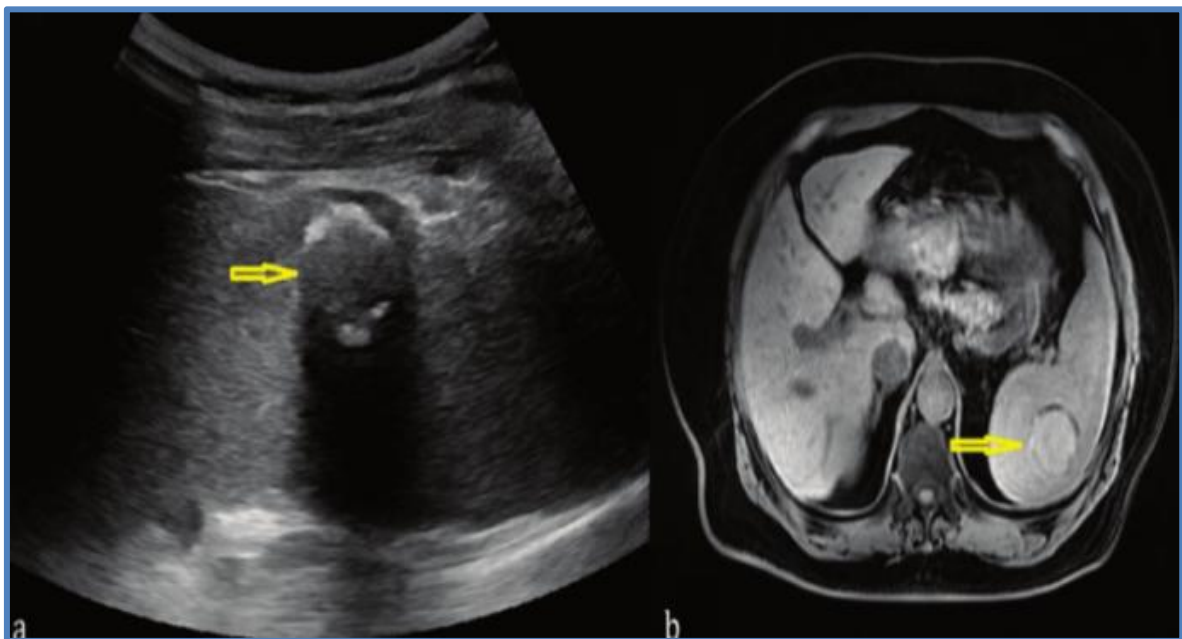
Gaucherome splénique : a) image échographique ; b) aspect en IRM (73)
